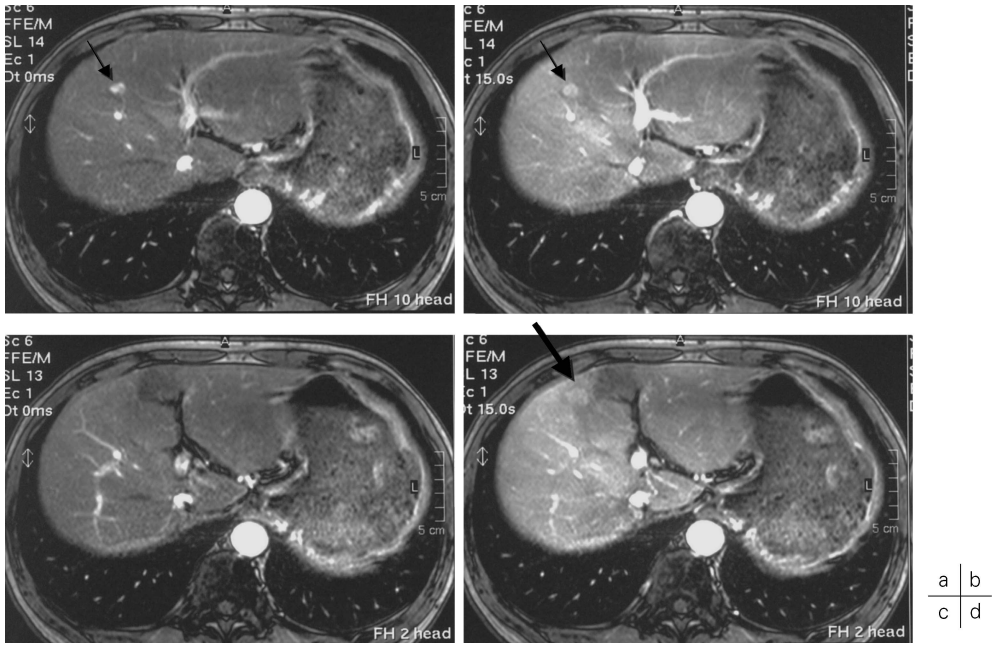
Double arterial-phase MR images with sensitivity encoding (SENSE) technique (TR/TE = 131/4.6, matrix = 193 × 256, 20 slices/phase, AT = 9 s/phase, SENSE R factor = 2) in a patient with two hypervascular hepatocellular carcinomas (HCC) : (a, b) sequential, early arterial-phase MR images, (c, d) sequential, late arterial-phase MR images. One set of arterial-phase MR images is obtained with only a nine-second breath-hold. Please note that phase-encoding and motion artifacts are markedly reduced on these MR images. One nodule (small arrows) can be detected on both early (a) and late (c) arterial-phase MR images, while the other (large arrow) can be detected only on late arterial-phase MR image (d).
